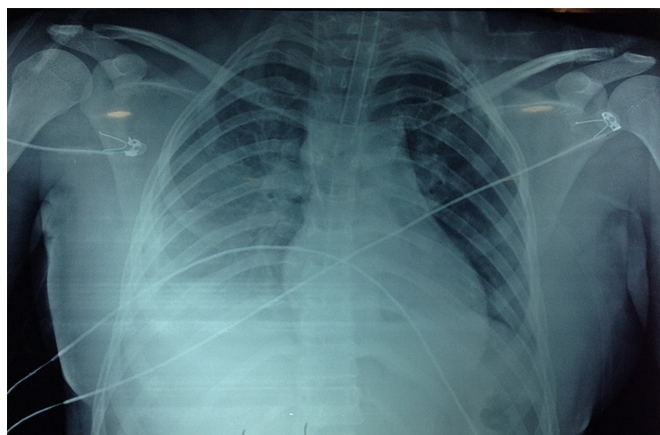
Radiografía de tórax anteroposterior (AP) portátil. No hay evidencia de lesión en tejidos blandos u óseos. A nivel del parénquima pulmonar se observa contusión pulmonar basal derecha.
